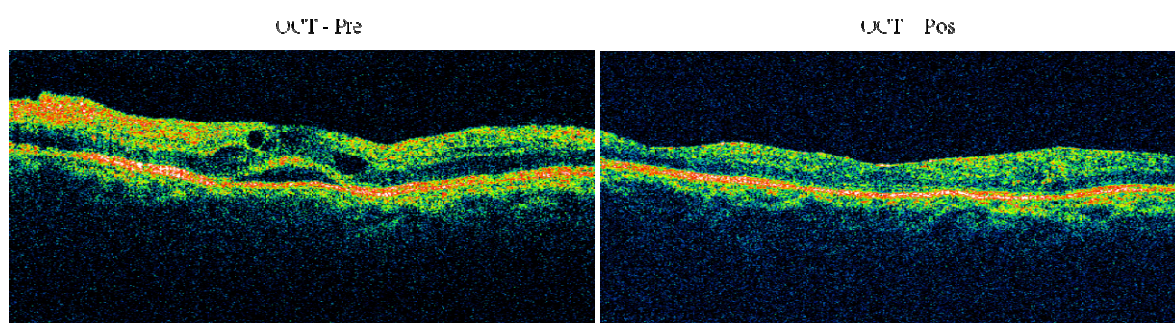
Contraste de casos 5. Análisis diagnóstico mediante imágenes de Tomografía Óptica Coherente, evaluadas de manera pre y post intervención.
